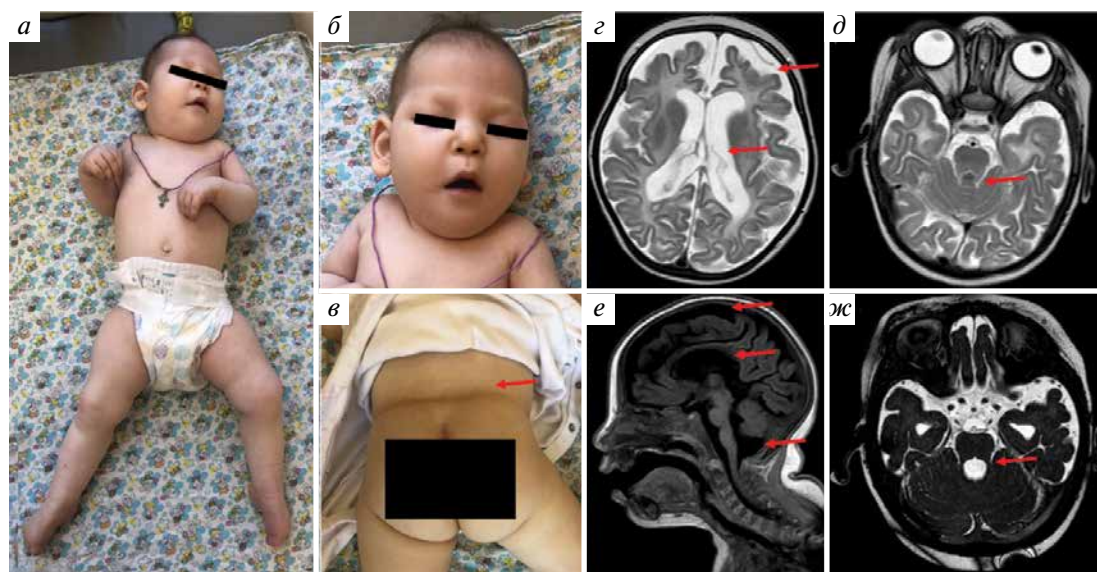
Пробанд в возрасте 1 года: а — фенотип; б — лицевые дисморфии; в — поперечная поясничная складка (указана стрелкой); г — магнитно-резонансная томография головного мозга, T2-взвешенное изображение, аксиальный срез: выраженная корковая атрофия и вентрикуломегалия (указаны стрелками); д — магнитно-резонансная томография головного мозга, T2-взвешенное изображение, аксиальный срез: умеренное истончение верхних ножек мозжечка (указано стрелкой); е — магнитно-резонансная томография головного мозга, T1-взвешенное изображение, сагиттальный срез: корковая атрофия, гипоплазия мозолистого тела, киста задней черепной ямки (указаны стрелками); ж — магнитно-резонансная томография головного мозга, BFFE-изображение: умеренно выраженное истончение ножек мозжечка (указано стрелкой)
